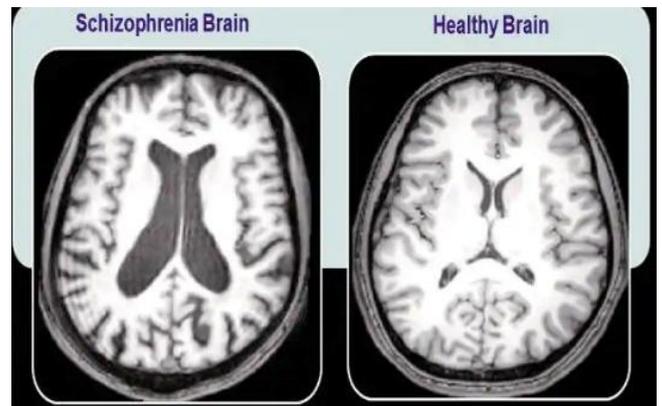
la différence entre IRM d'un cerveau sain et autre schizophrène
